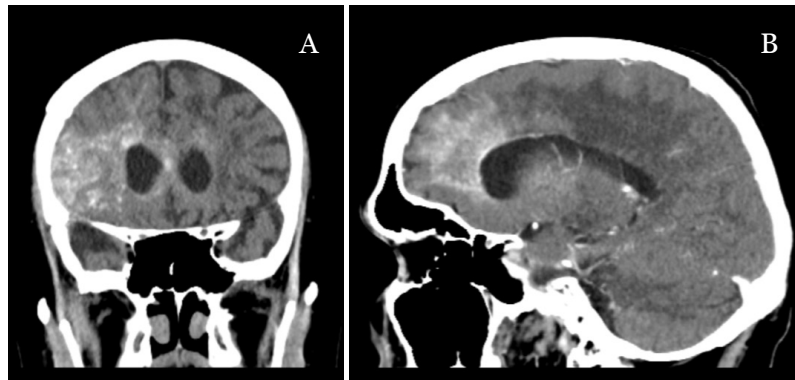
TC CE 14/10/2019, após 3 meses da craniotomia (A-B: corte coronal com CEV, corte sagital com CEV).
